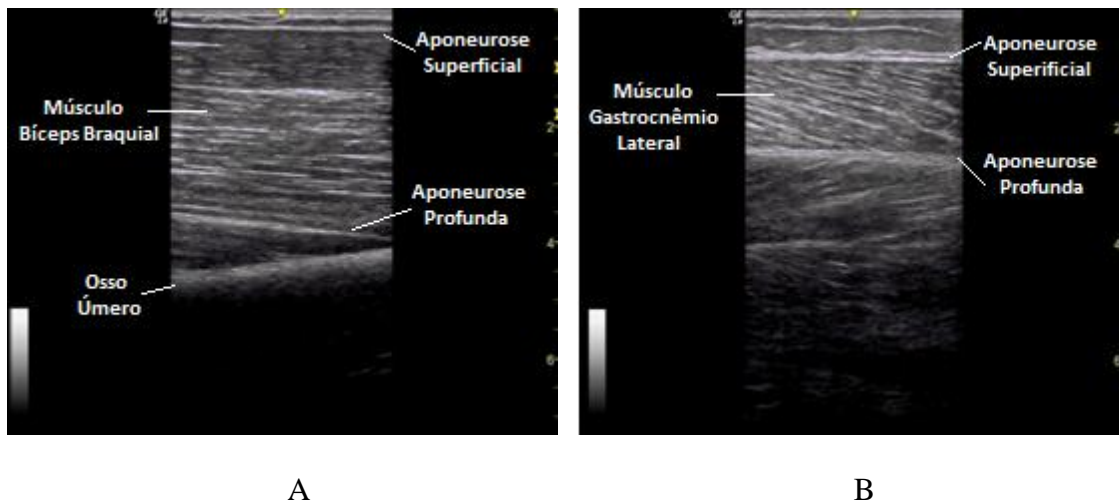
(A) Ultrassonografia do músculo BB na orientação longitudinal; (B) Ultrassonografia do músculo GL na orientação longitudinal.
